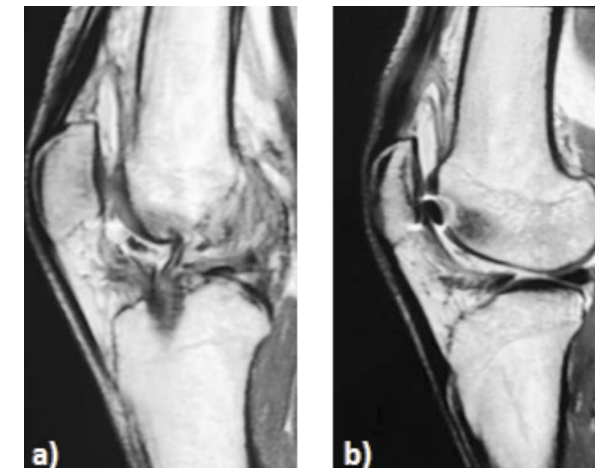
RMN: a) Corte sagital se evidencia verticalización del injerto, b) Botón en articulación patelofemoral.
